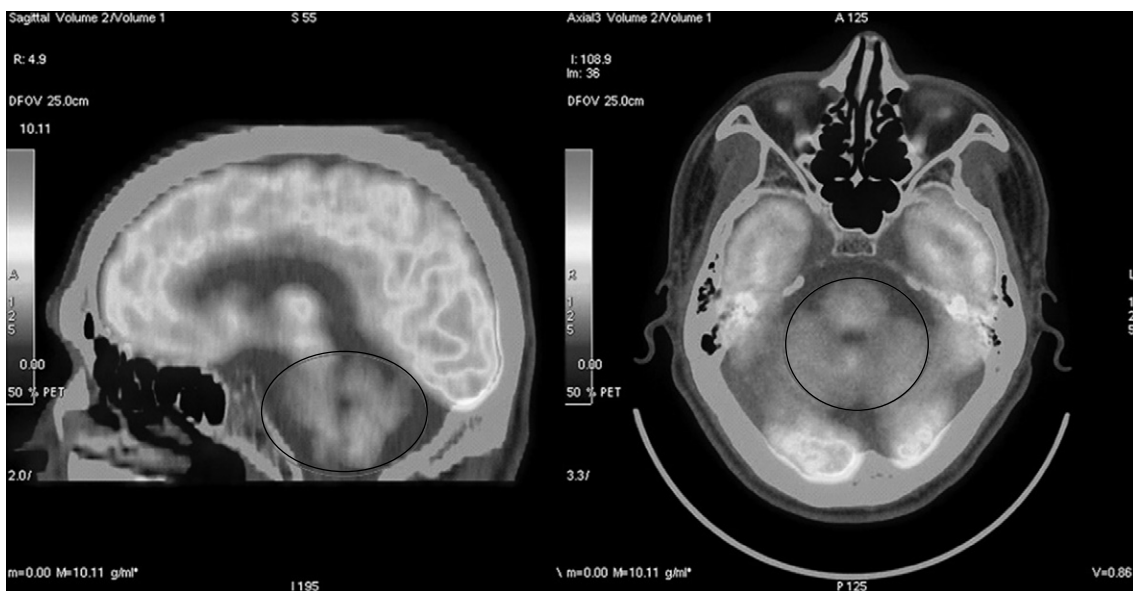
Mildly decreased metabolic activity in pons and both cerebellar hemisphere in ¹⁸F-FDG PET/CT.
